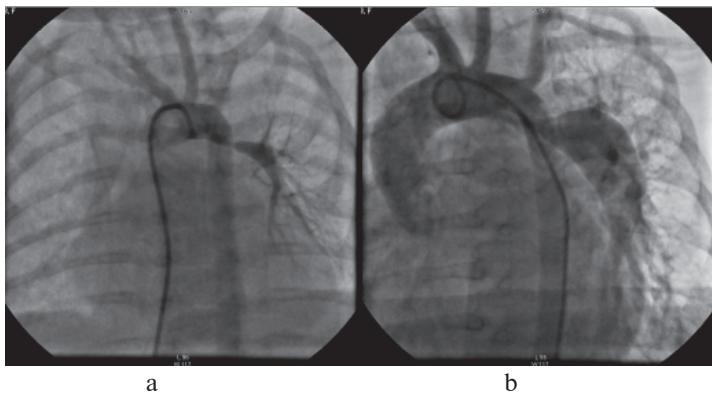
Рентген-ангіографічне зображення зміни розміру легеневої артерії після стентування у пацієнта С., історія хвороби № 1319 та 3099 за 2013 р. з тетрадою Фалло та незливними гілками легеневої артерії. Ліва гілка легеневої артерії заповнюється через ВАП, що відходить від дуги аорти: а – до стентування у віці 3 місяці; б – після стентування у віці 9 місяців (через 6 місяців після стентування)
